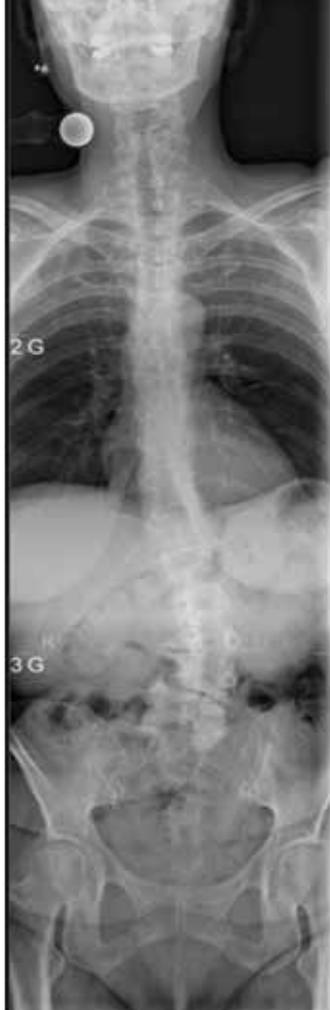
präoperatives Röntgen ap
